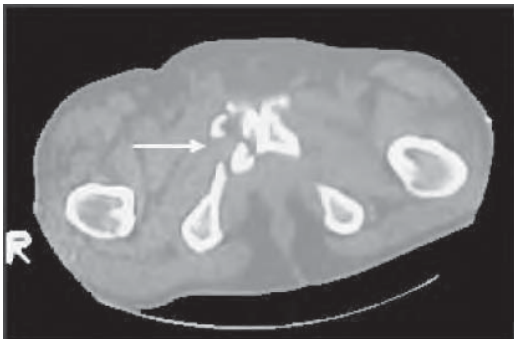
/13. TAC de pelvis. Fractura conminuta del pubis lado derecho.
